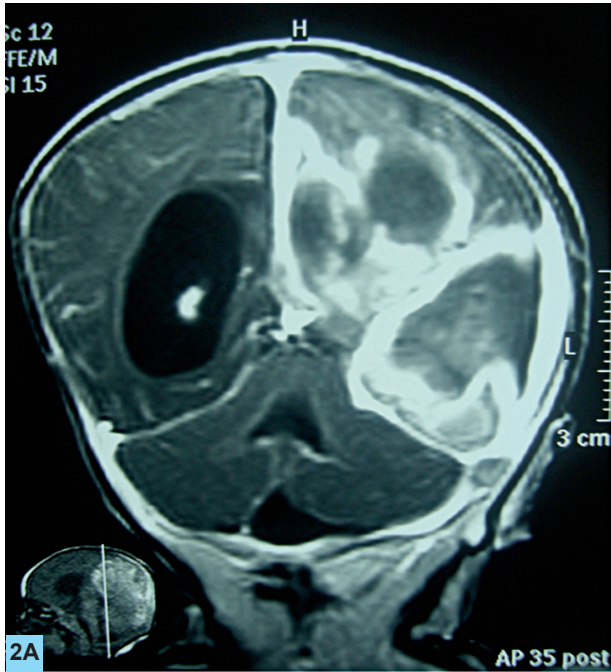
Prequirúrgico - RMN Corte Coronal: Lesión temporoparietal izquierda heterogénea con hiperintensidad de las meninges y a nivel de las cisuras interhemisféricas, así como en las cisternas basales que actúa como efecto de masa colapsando parcialmente el asta occipital del ventrículo lateral izquierdo y del 3er. Ventrículo.
